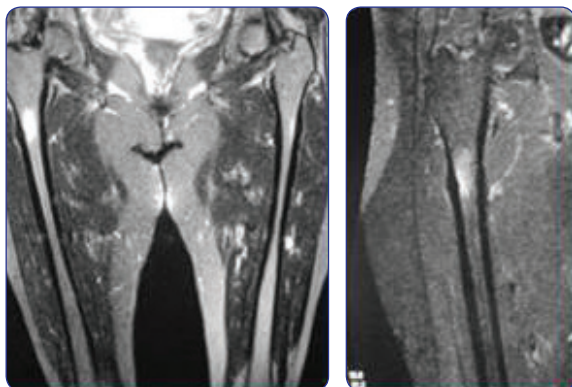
RM (T1 izq. y T2 der.) que evidencia una lesión ósea intramedular ligeramente expansiva en la diáfisis proximal del fémur derecho sin una definición clara de su naturaleza (neoplásica o infecciosa) y un trazo de fractura oculta en la cortical externa.
